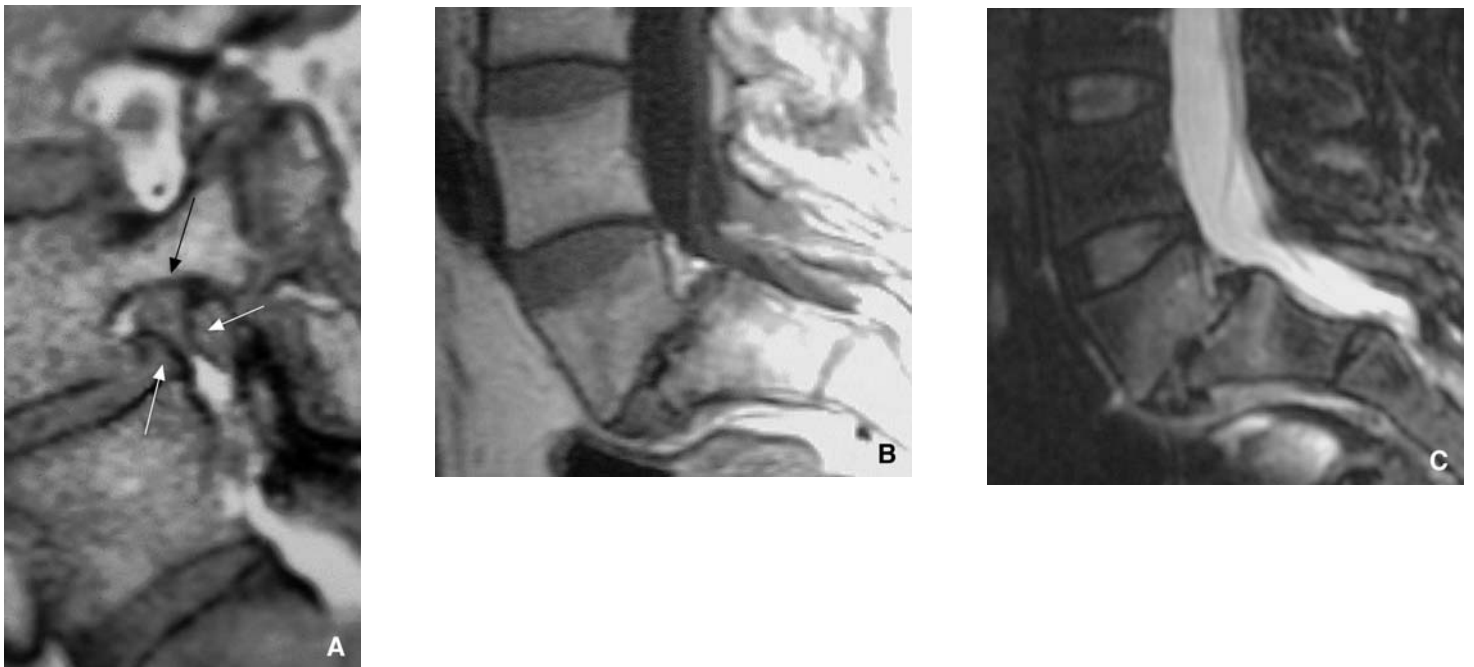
Imagerie par résonance magnétique (IRM) et spondylolisthésis par lyse isthmique.
